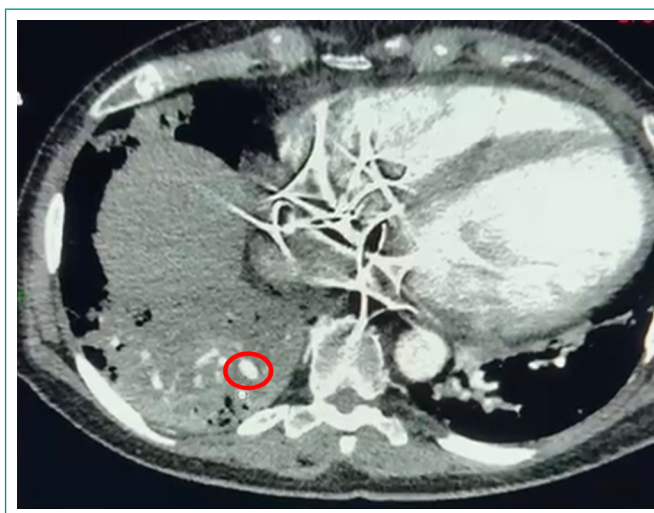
Angio-TAC de abdomen corte axial. Evidencia de absceso pulmonar en el lóbulo inferior derecho.
